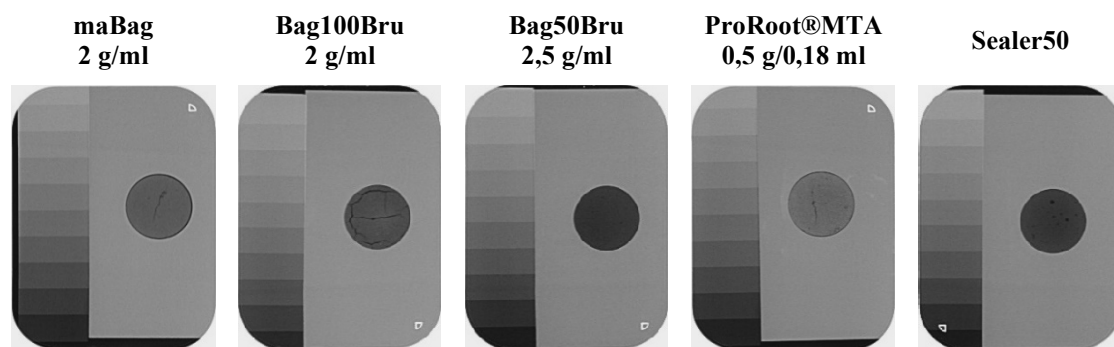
Röntgenbildaufnahmen der Probenkörper in der Titanform mit Aluminiumstufenkeil. Aluminiumstufenkeil (links) mit absteigender Dicke von oben (5 mm Al, hell) nach unten (0,5 mm Al, dunkel) und Materialprobe innerhalb der 10 mm runden Aussparung des Titanplättchens (rechts).
